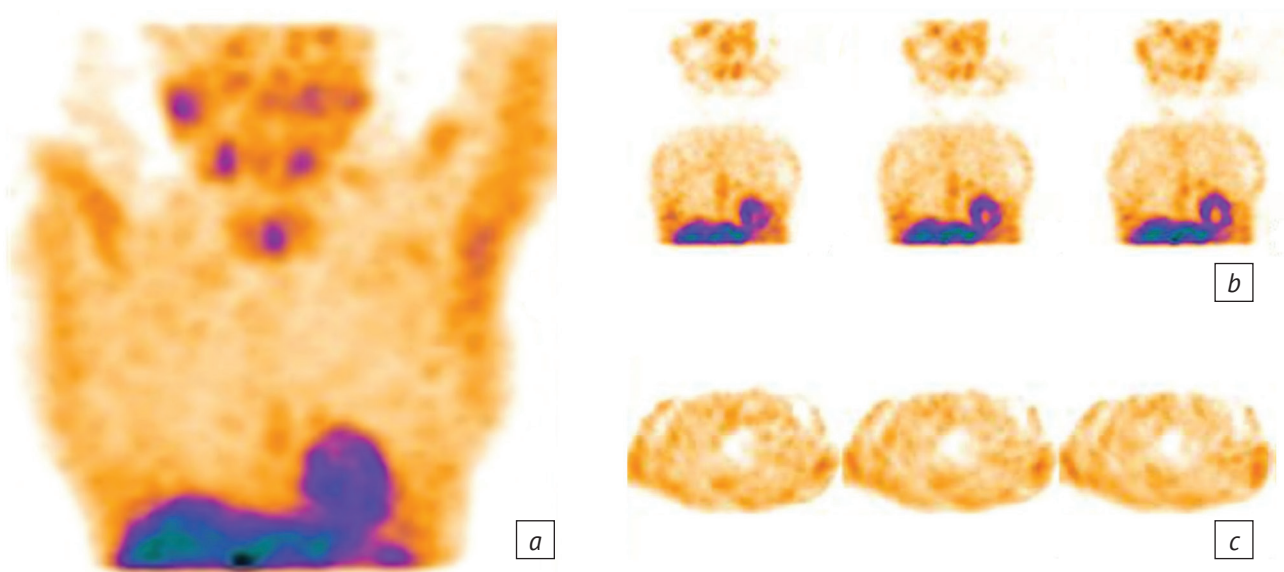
Результаты однофотонной эмиссионной компьютерной томографии (ОФЭКТ) пациентки с узловой формой фиброзно-кистозной мастопатии слева (очагов патологической гиперфиксации радиофармацевтического лекарственного препарата (РФЛП) в молочных железах не визуализируется):
